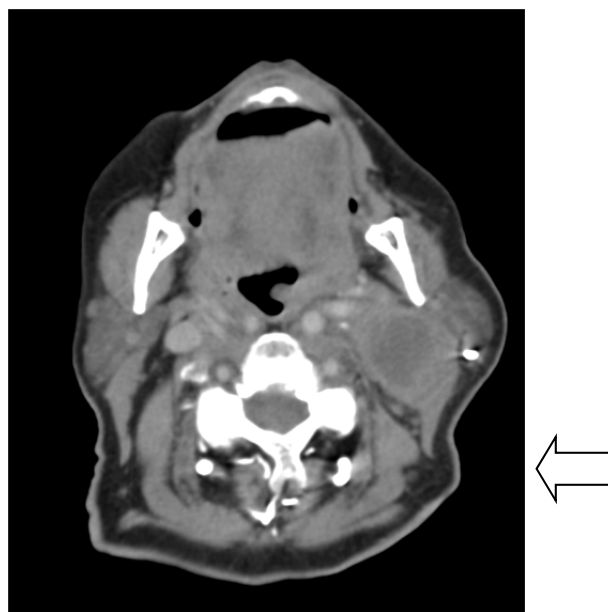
Metástasis cervical por carcinoma supraglótico. TAC cervical. Corte axial con contraste.
